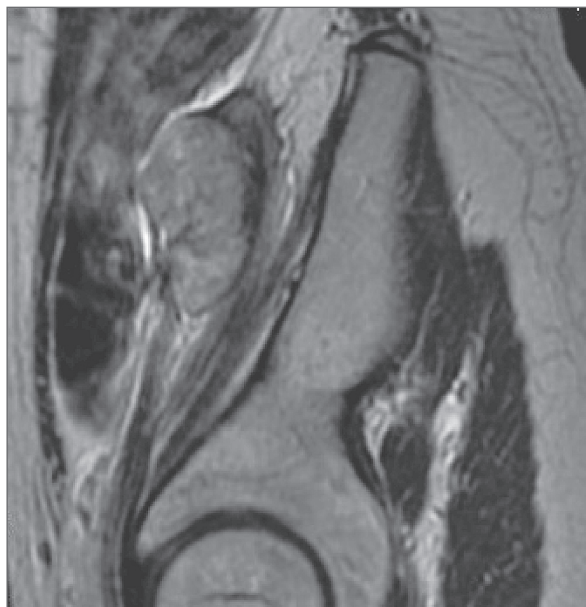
МРТ: Сагиттальное T2-ВИ – остаточная опухоль после 7 курсов химиотерапии
